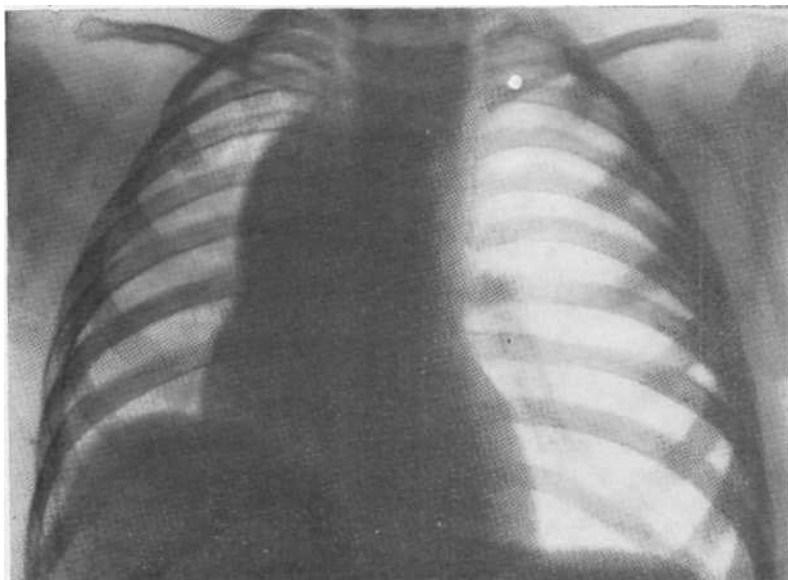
Прямая томограмма ребенка в возрасте 1,5 года. Вентильное вздутие левого легкого. Сердце смещено вправо. Прозрачность правого легкого понижена. При бронхоскопии из левого главного бронха извлечена скорлупа ореха.
